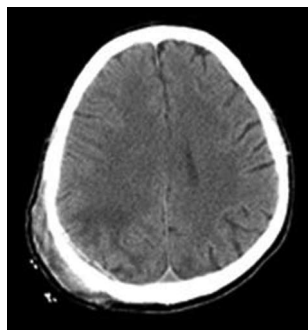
КТ после удаления гематомы.
